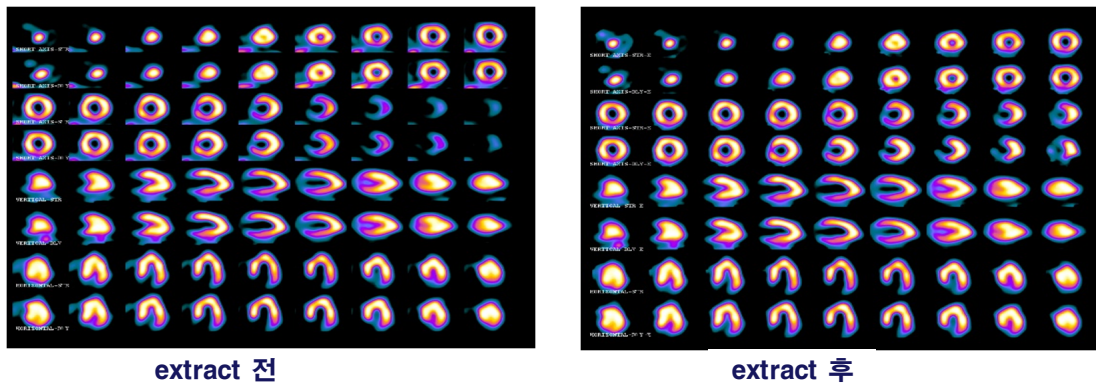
The image of myocardial perfusion SPECT using myocardial extract
